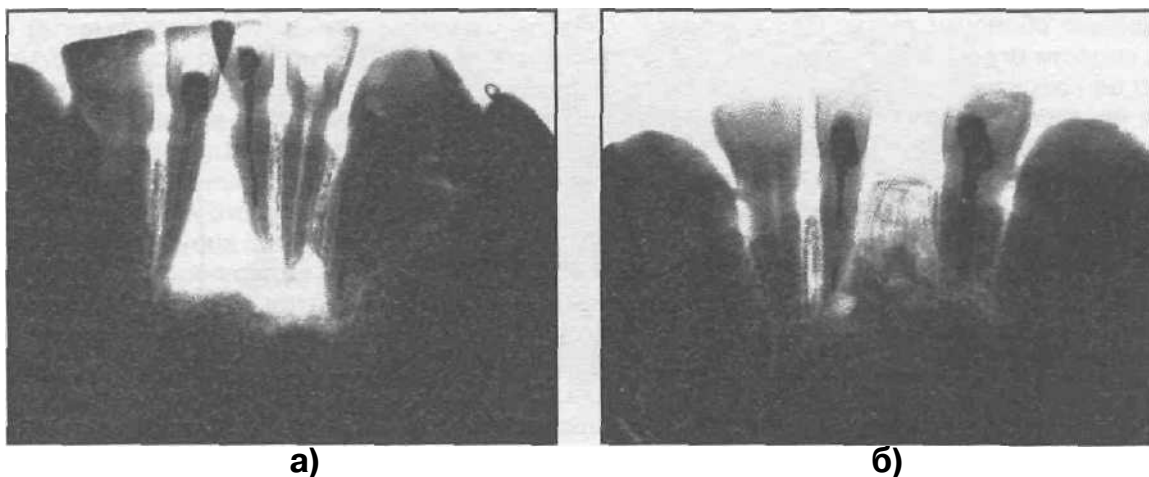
Рентгенограмма нижней челюсти больной с радикулярной кистой. а - до операции, б - через три месяца после заполнения костного дефекта кергапом (биоактивной керамикой).
